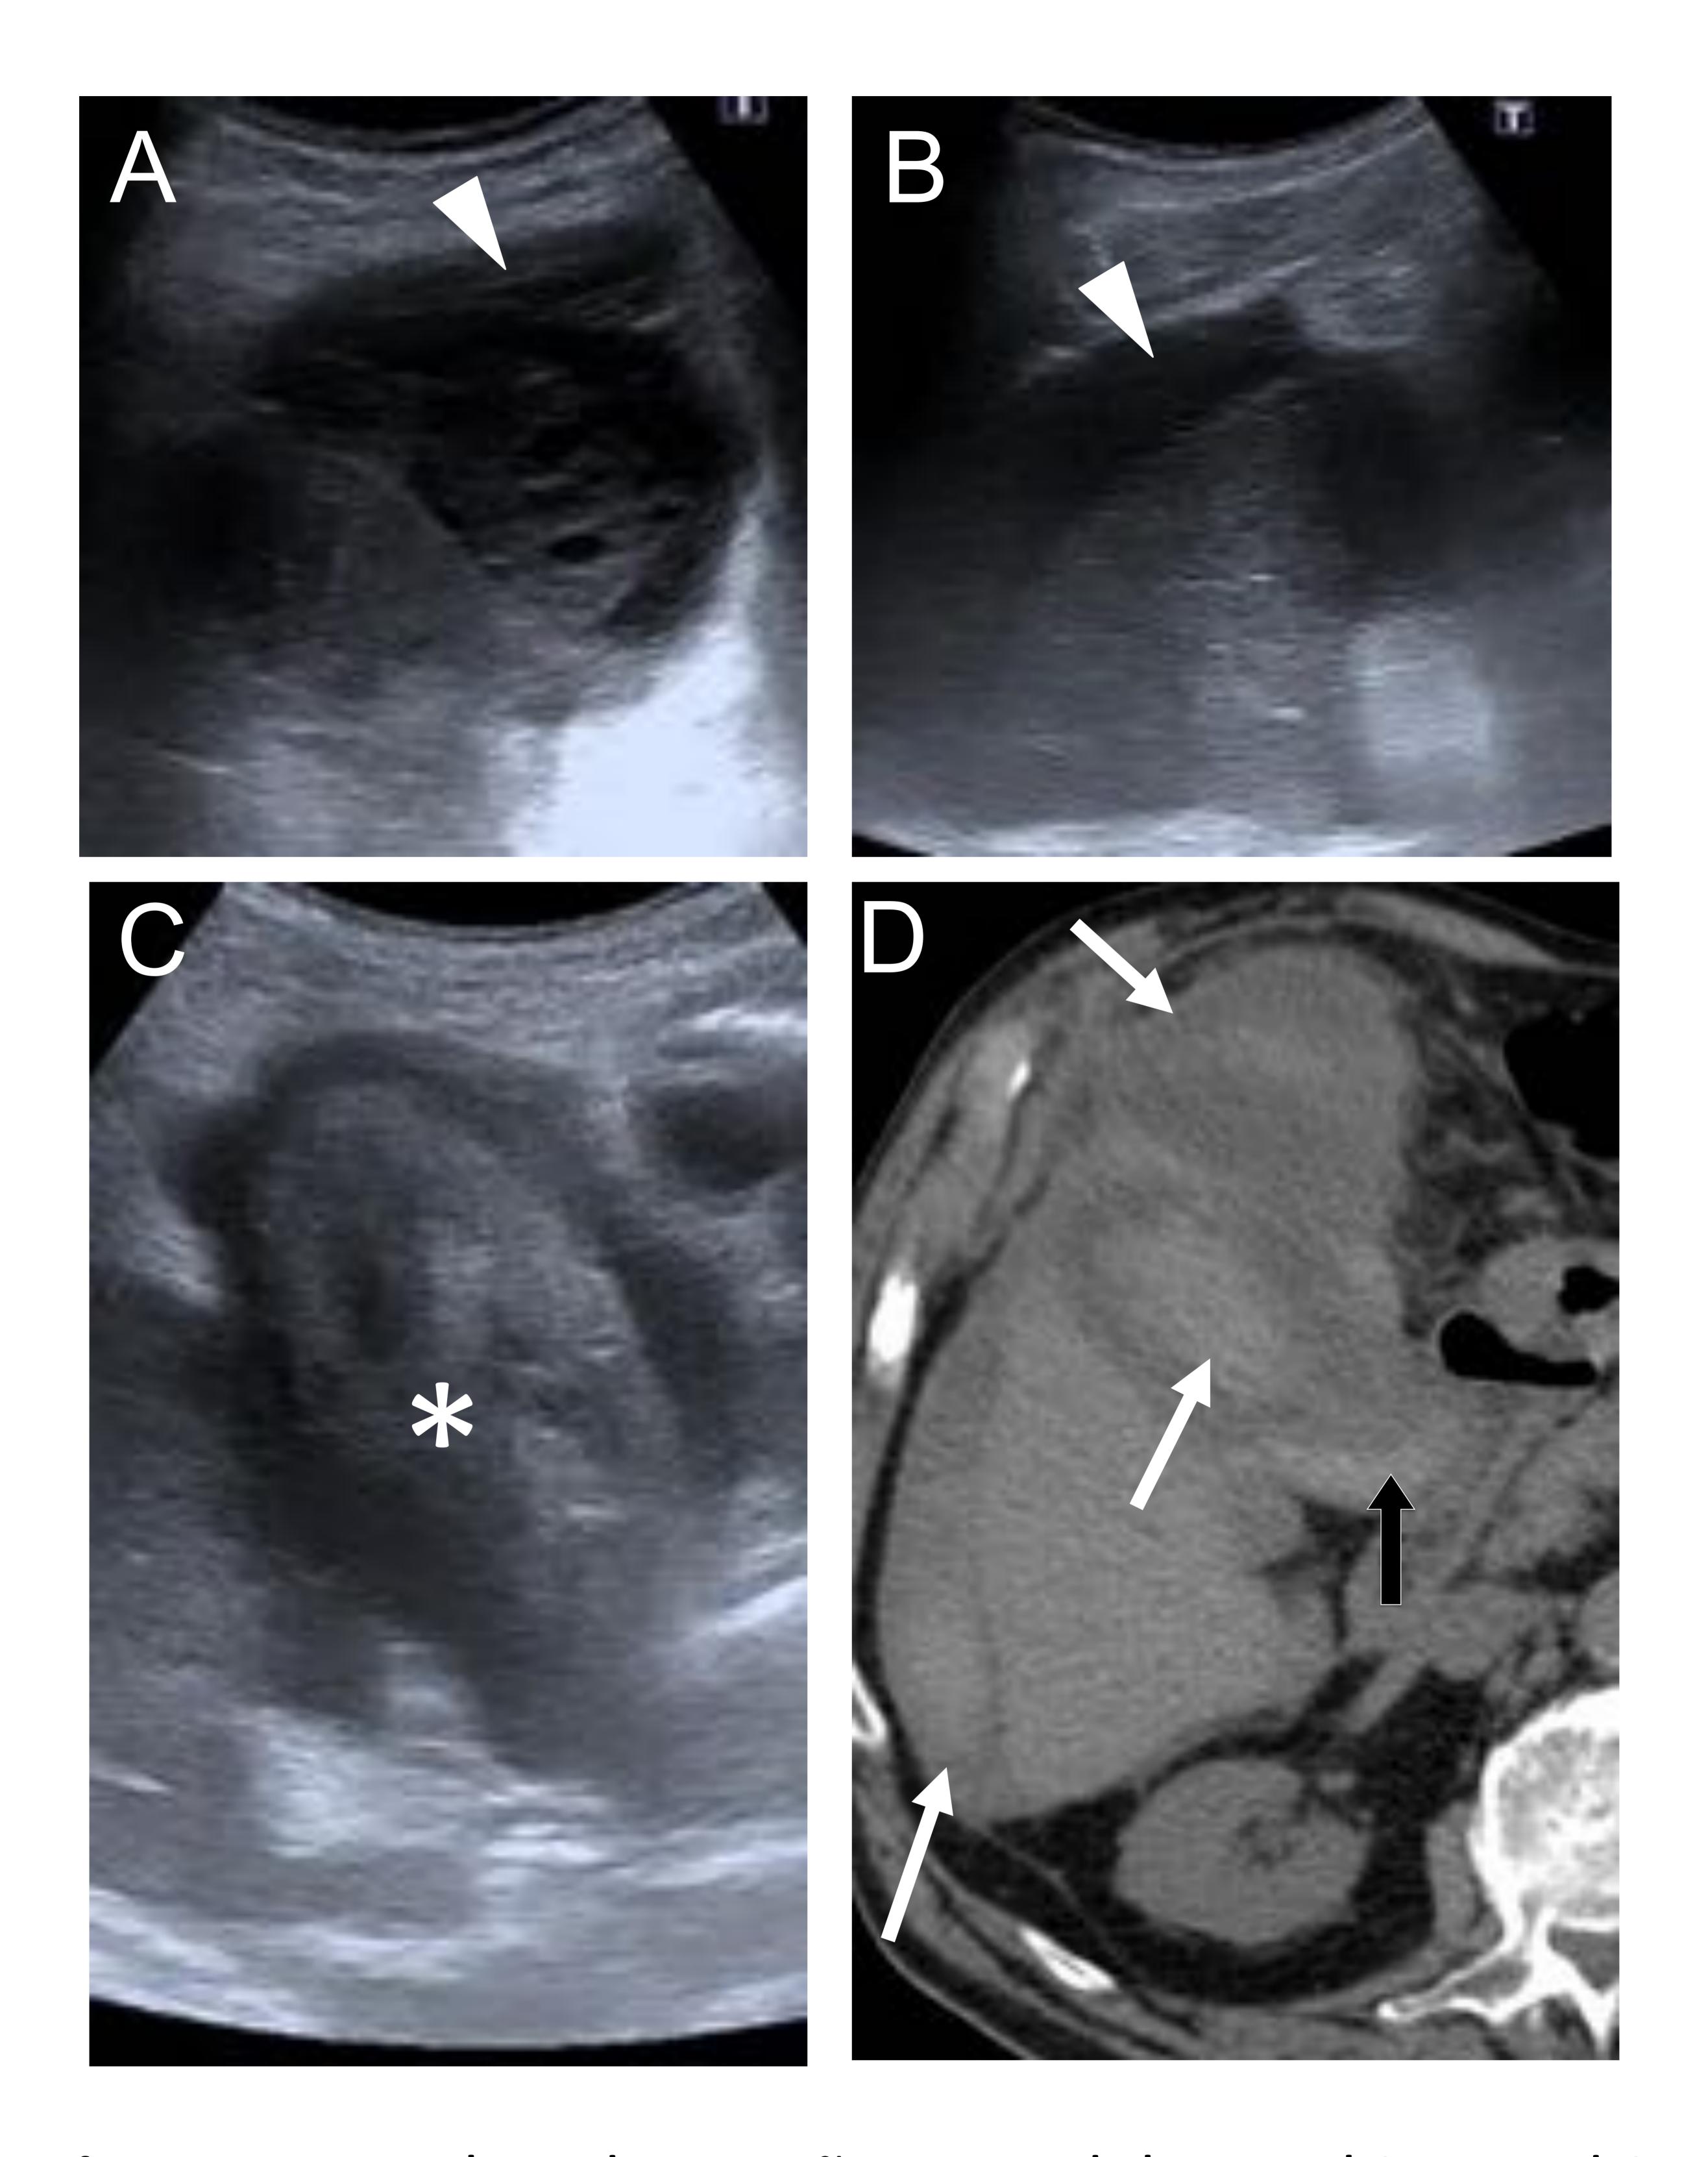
Hombre de 79 años con dolor en hipocondrio derecho. La ecografía demostró hematomas subcapsulares hepáticos (A y B puntas de flecha) y una vesícula con contenido denso (*), cambios inflamatorios y líquido ecogénico a su alrededor (C). D. Corte axial de TC sin CIV que muestra la correlación con los hallazgos de la ecografía (flechas) con signos de colecistitis hemorrágica y hemoperitoneo (flecha negra).
